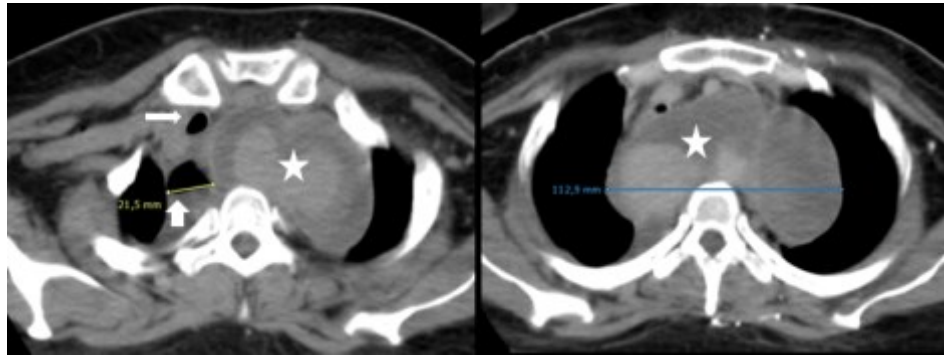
TDM coupe axiale, anévrisme thrombosé de la crosse aortique (étoiles) avec déviation à droite de la trachée et de l'œsophage qui est dilaté (flèches).
